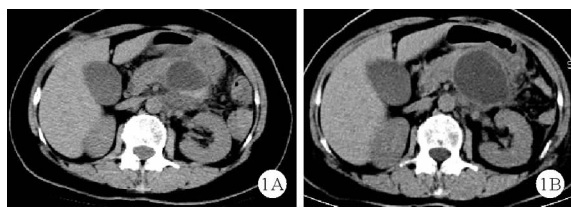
患者腹部CT结果(A:1月29日;B:2月8日)
